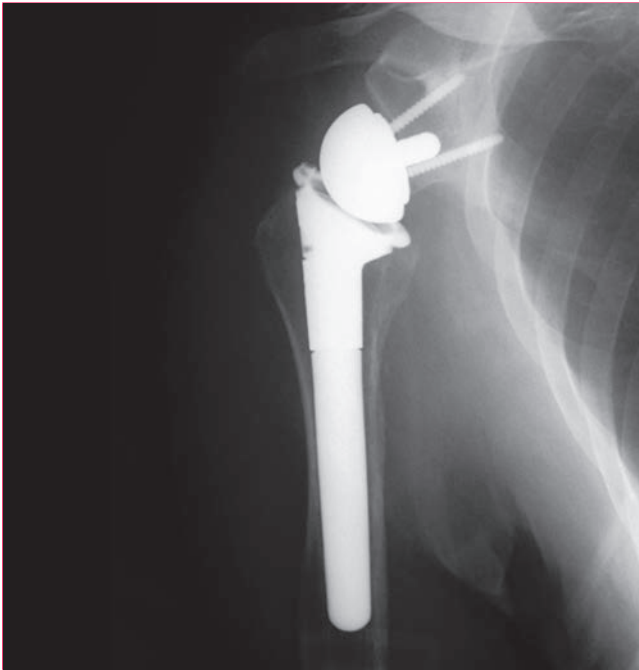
Radiografía anteroposterior de una artroplastia inversa de hombro.
